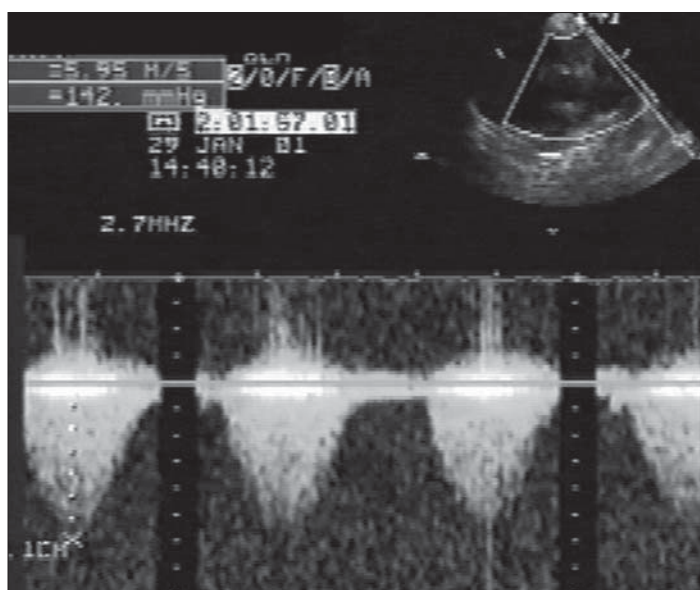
Stenoză pulmonară valvulară. Examinare Doppler continuu din parasternal ax scurt la nivelul vaselor mari. Gradientul presional prin valva pulmonară stenotică.
